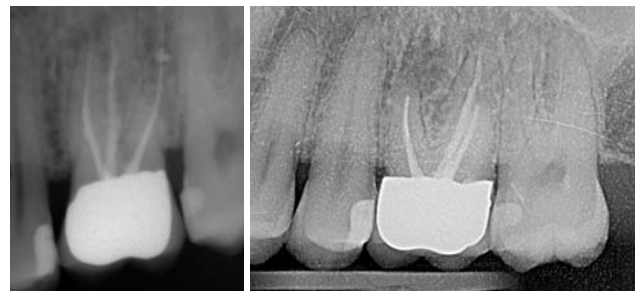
Röntgenkontrolle (Wf) endodontische Erstbehandlung, 26; 2006. – Abb. 2: Postoperatives Kontrollbild der WSR, 26; 2007.
